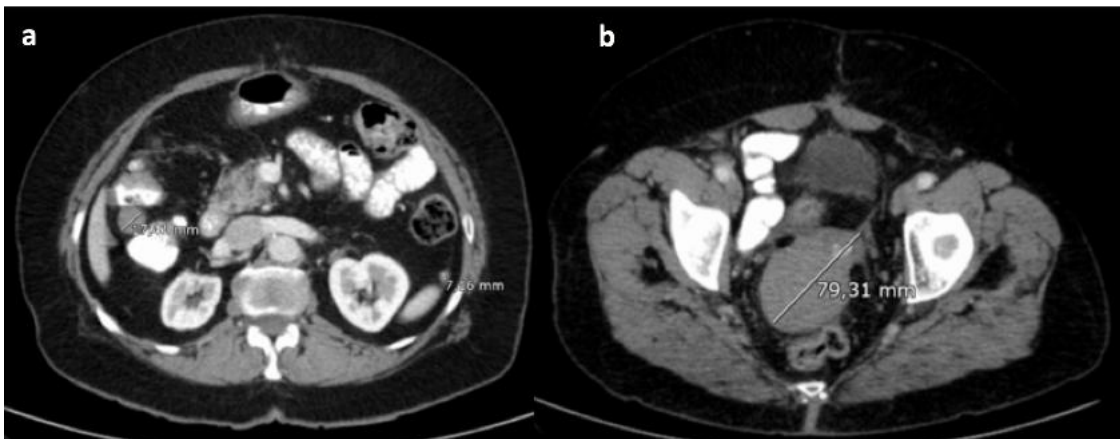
Último TC abdominopélvico de control donde se visualizan numerosos implantes intraabdominales que permanecen estables con respecto a los estudios radiológicos previos, destacando los localizados en el ángulo hepático del colon (a) y en la región pararrectal derecha (b). (Servicio de Radiodiagnóstico. Complejo Asistencial de Zamora).
